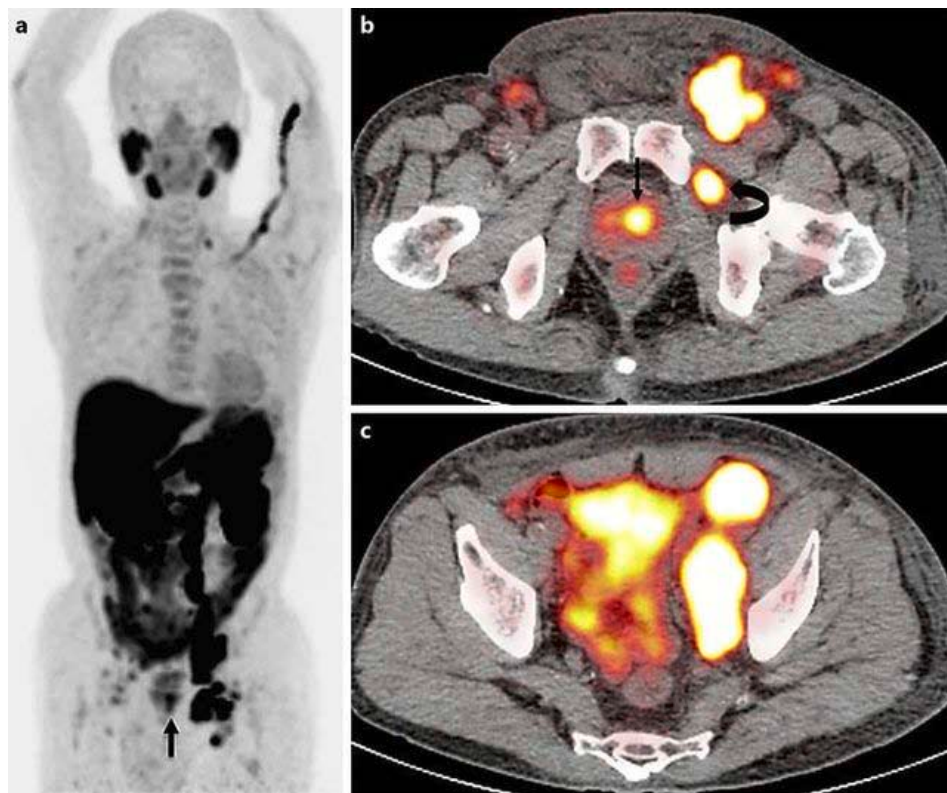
11 TEP-choline. La projection d'intensité maximale de la TEP à la choline 11 montre une absorption anormale multiple de la choline 11 dans la prostate gauche (flèche) et dans l'abdomen, le bassin et l'aîne du côté gauche. b L'image fusionnée de la TEP à la choline 11 et de la TDM montre une forte accumulation dans la zone de transition gauche de la prostate (flèche), de multiples ganglions inguinaux gauches élargis et le ganglion entre les muscles obturateur interne et externe (flèche incurvée). [103]
